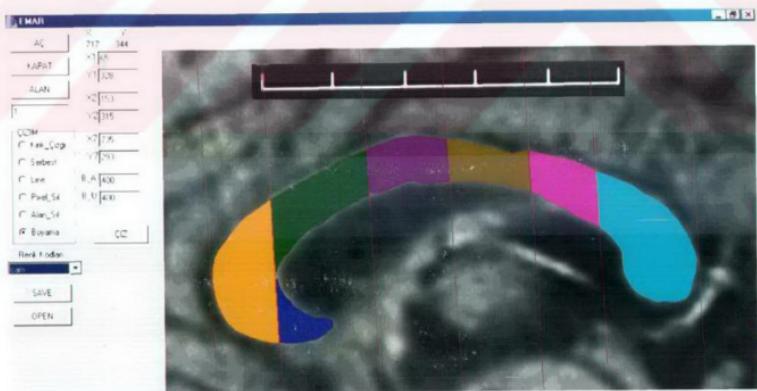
MRI Cihazıyla Çekilen İnsan Beyninin Midsagittal Görüntüsü
